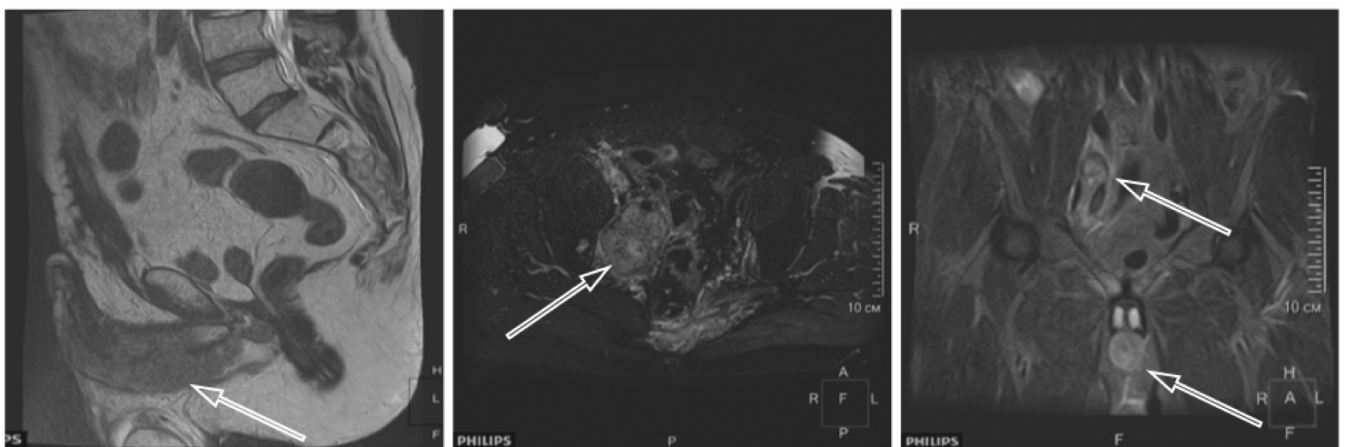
МРТ малого таза, после радикальной цистпростатэктомии прогрессирование заболевания: множественные метастазы в подвздошные ЛУ, пресакральную клетчатку и боковые массы крестца слева, а также вторичное поражение губчатой части мочеиспускательного канала на значительном протяжении с инвазией губчатого и пещеристых тел
